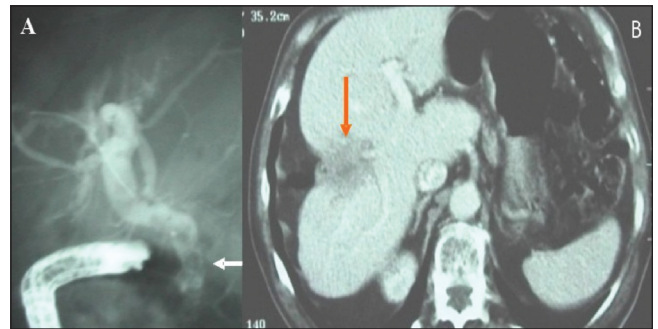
A: CPRE. Introducción de una cánula a través de una guía metálica en la cavidad quística. Se aprecian los defectos de repleción correspondiendo a vesículas hidatídicas en el colédoco (flecha). B: TAC de control a los 36 meses de seguimiento objetivó una significativa reducción en el tamaño de la cavidad quística con retracción del parénquima hepático (flecha).
